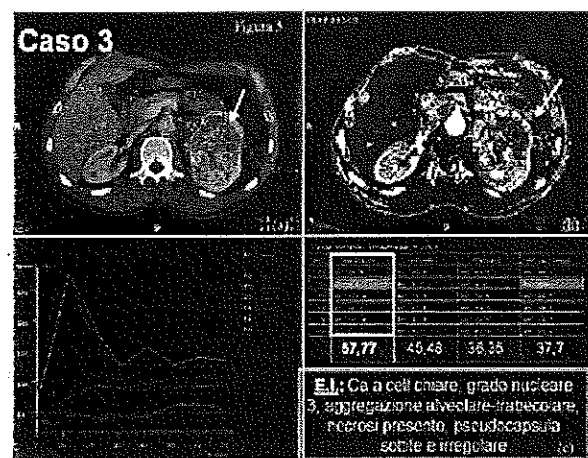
CASO 3: TC convenzionale (a) e TC con perfusione (b) correlata all'esame istologico (c)
